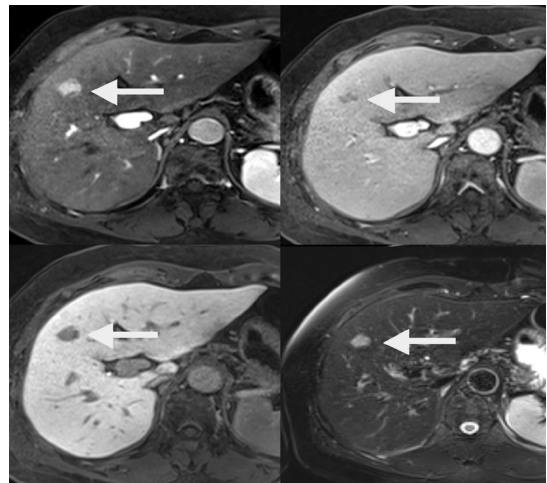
간암의 자기공명영상(MRI) 사진. 약 1.5 cm 크기의 작은 간세포암종으로 역동적 조영증강 MRI에서 동맥기(왼쪽 위)에 과혈관성이 고문맥기(오른쪽 위)에 씻김(washout)을 보이며 간담도기(왼쪽 아래)에 저신호 강도임(화살표). T2 강조 영상(오른쪽 아래 화살표)에서 고신호 강도를 보임. MRI는 높은 대조도를 가지므로 작은 크기의 간세포암종도 발견하기 쉽고 병변 특성화에 도움을 줌.
